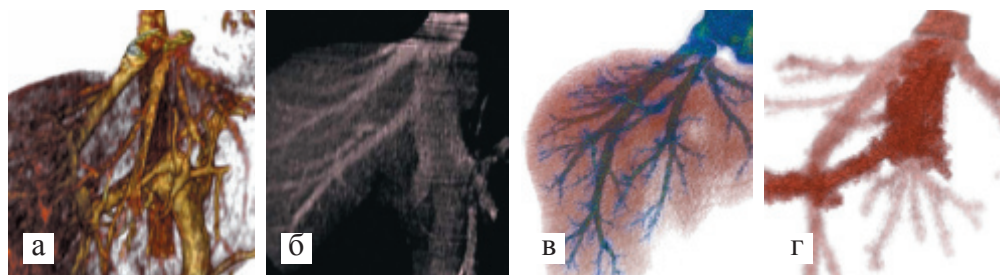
Варианты анатомии собственных вен печени, по данным МСКТ: а) три основных ствола вен печени, впадающих в НПВ; б) раздельное впадение верхней (VII и VIII сегменты) и нижней (V и VI сегменты) правых печеночных вен; в) добавочная вена VI сегмента; г) добавочная вена VIII сегмента
